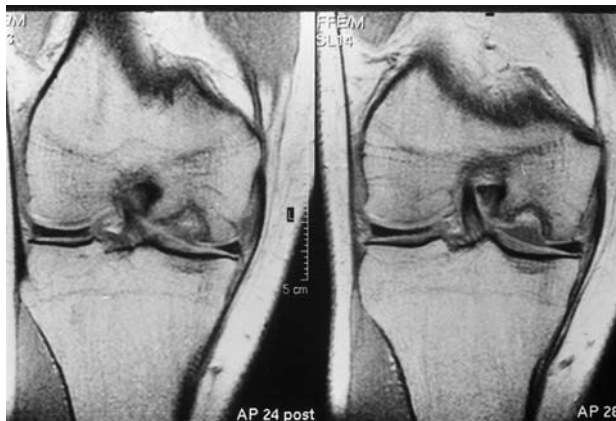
Caso 2. Resonancia magnética nuclear (RMN). Osteocondritis disecante en grado IV: cuerpo libre intraarticular que puede pasar desapercibido.
